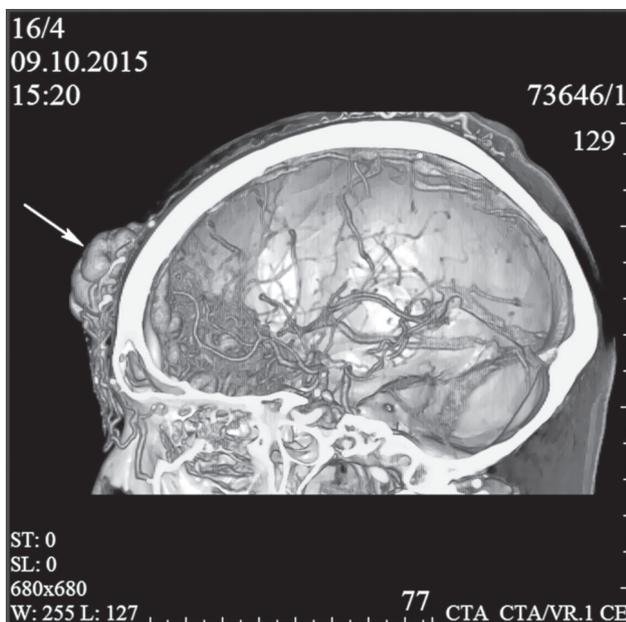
КТ-ангиография церебральных сосудов с контрастным усилением пациентки 38 лет, артериальная фаза. 3D-реконструкция. Визуализируется крупная АВМ в лобной области с экстракраниальным распространением
